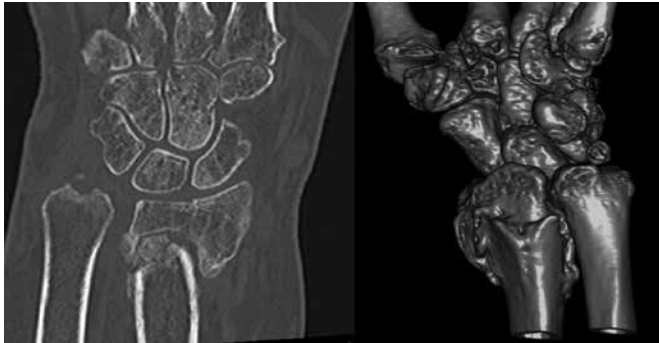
Valutazione TC in 2D e 3D che documenta un caso di malconsolidazione extra-articolare.
